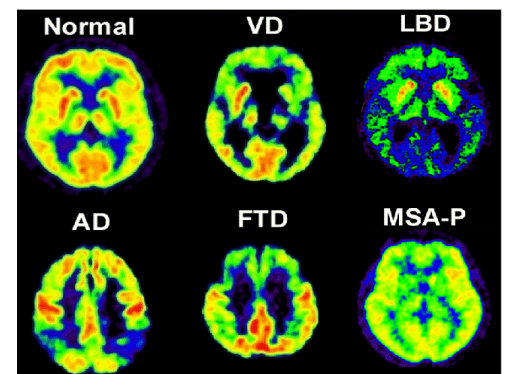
Krahasimi i FDG-PET në forma të ndryshme të demencës
